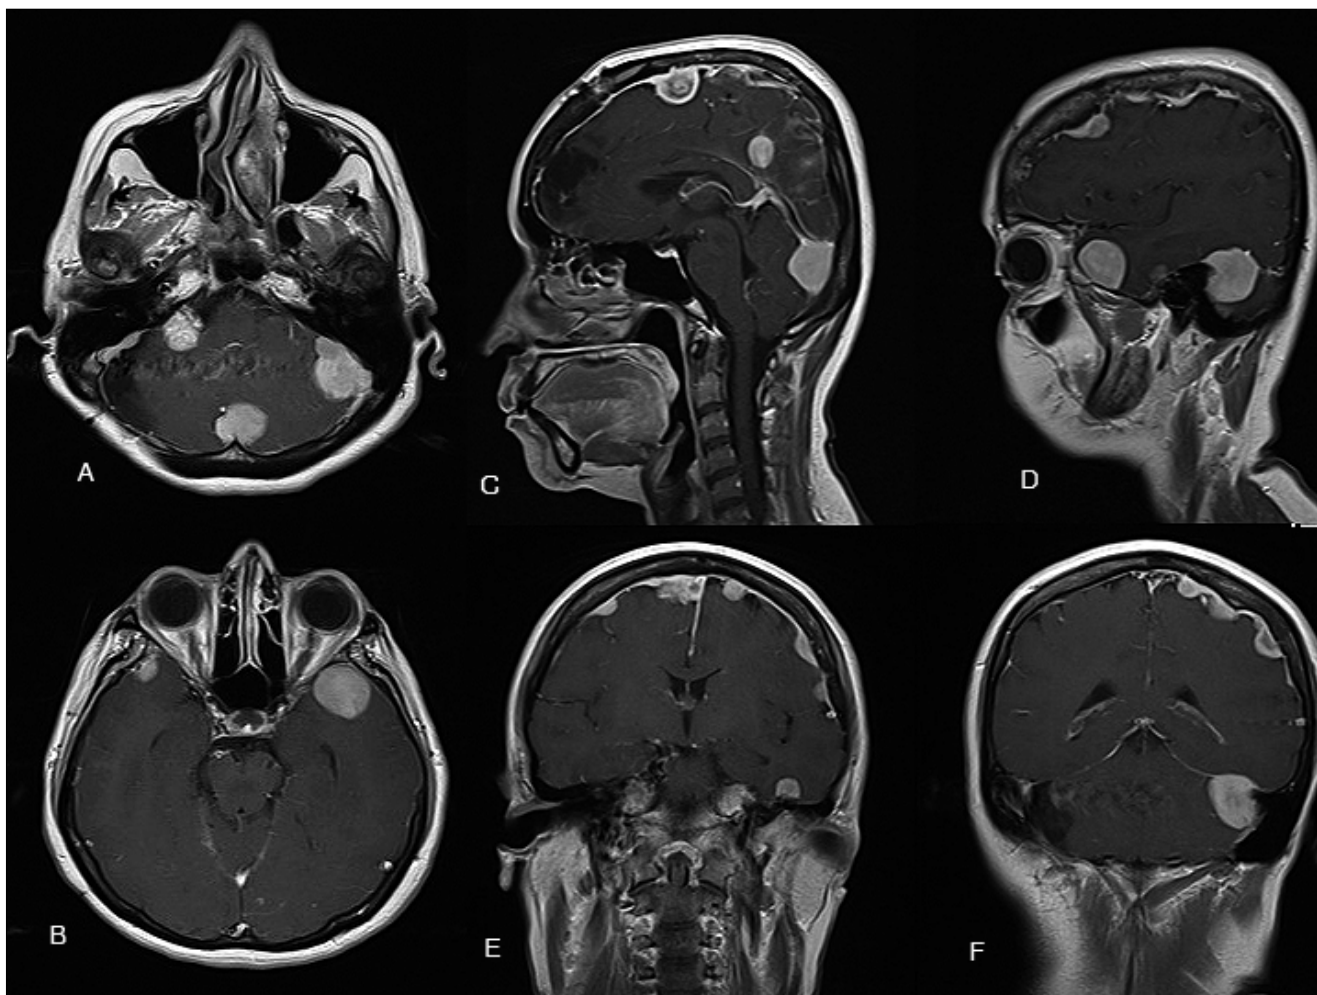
Resonancia Nuclear Magnética con contraste, cortes axiales, sagitales y coronales que evidencian lesiones extraaxiales múltiples supra e infratentoriales las cuales realzan de manera homogénea con el medio de contraste.
